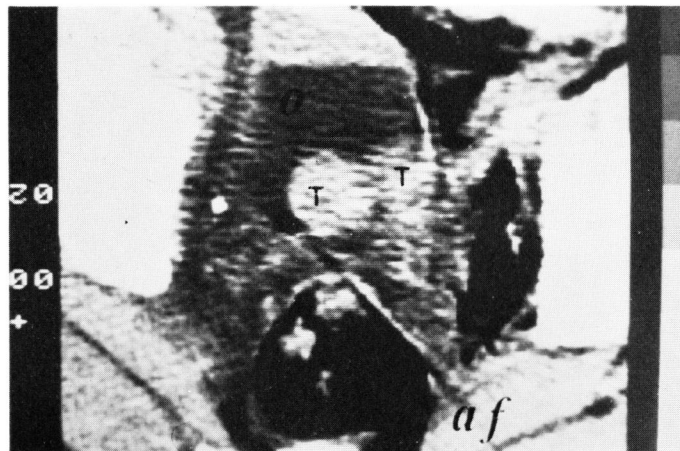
症例 3. 71歳男性。膀胱腫瘍 (移行上皮癌, grade II, stage A) の腹臥位気体注入 CT 像。膀胱底部には2個の腫瘍 (T) を認める。腸ガスと腸蠕動のために artifact (af) を認める。膀胱に注入されたオリーブ油 (O)。
